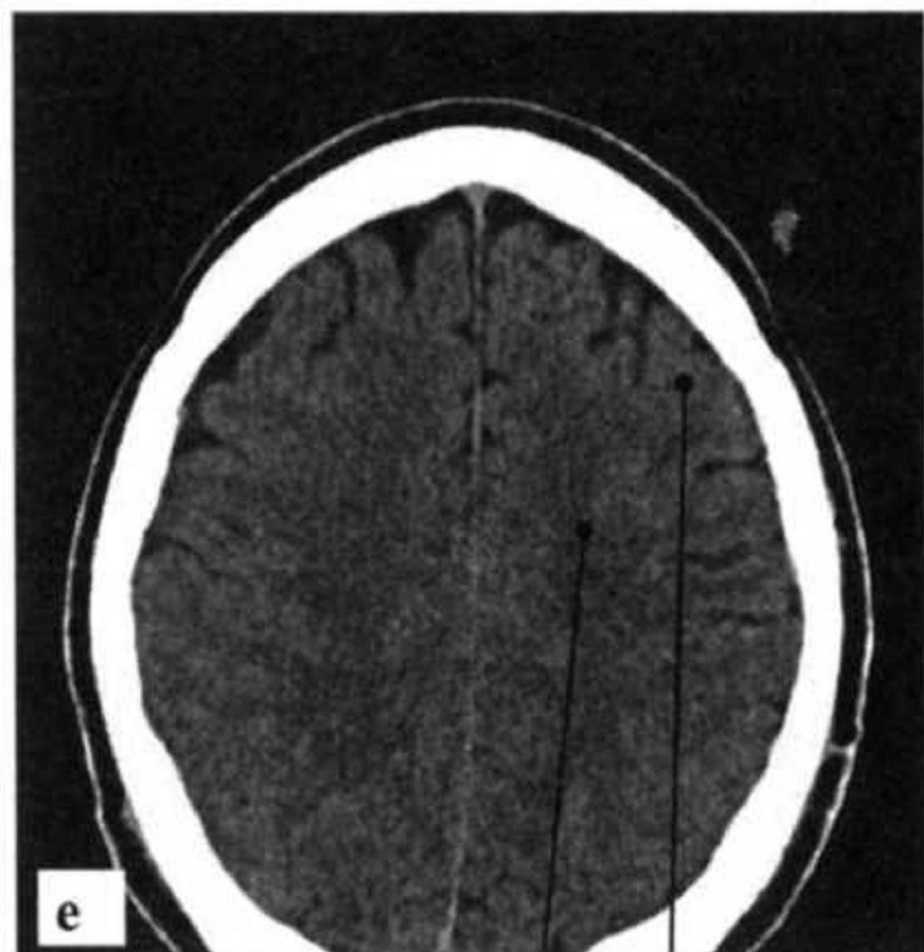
КТ головного мозга. Норма:
